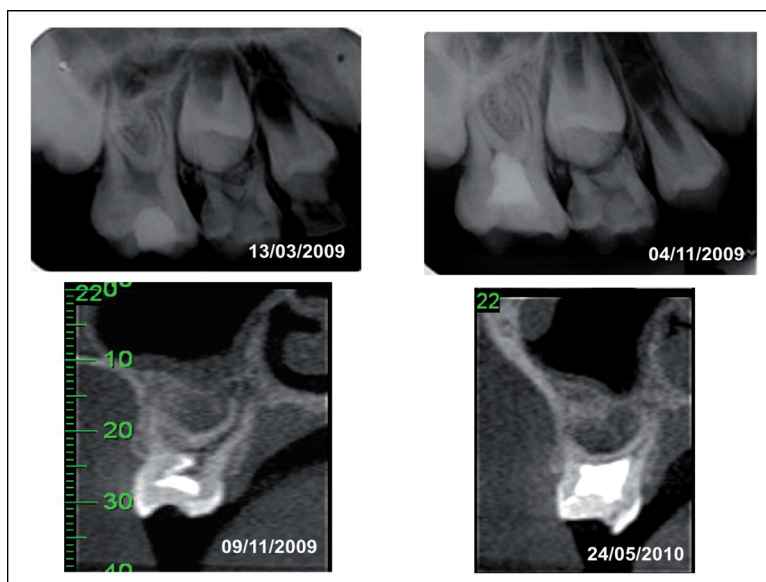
Tomografia computadorizada Cone Beam somente para visualizar a raiz palatina de molares superiores
